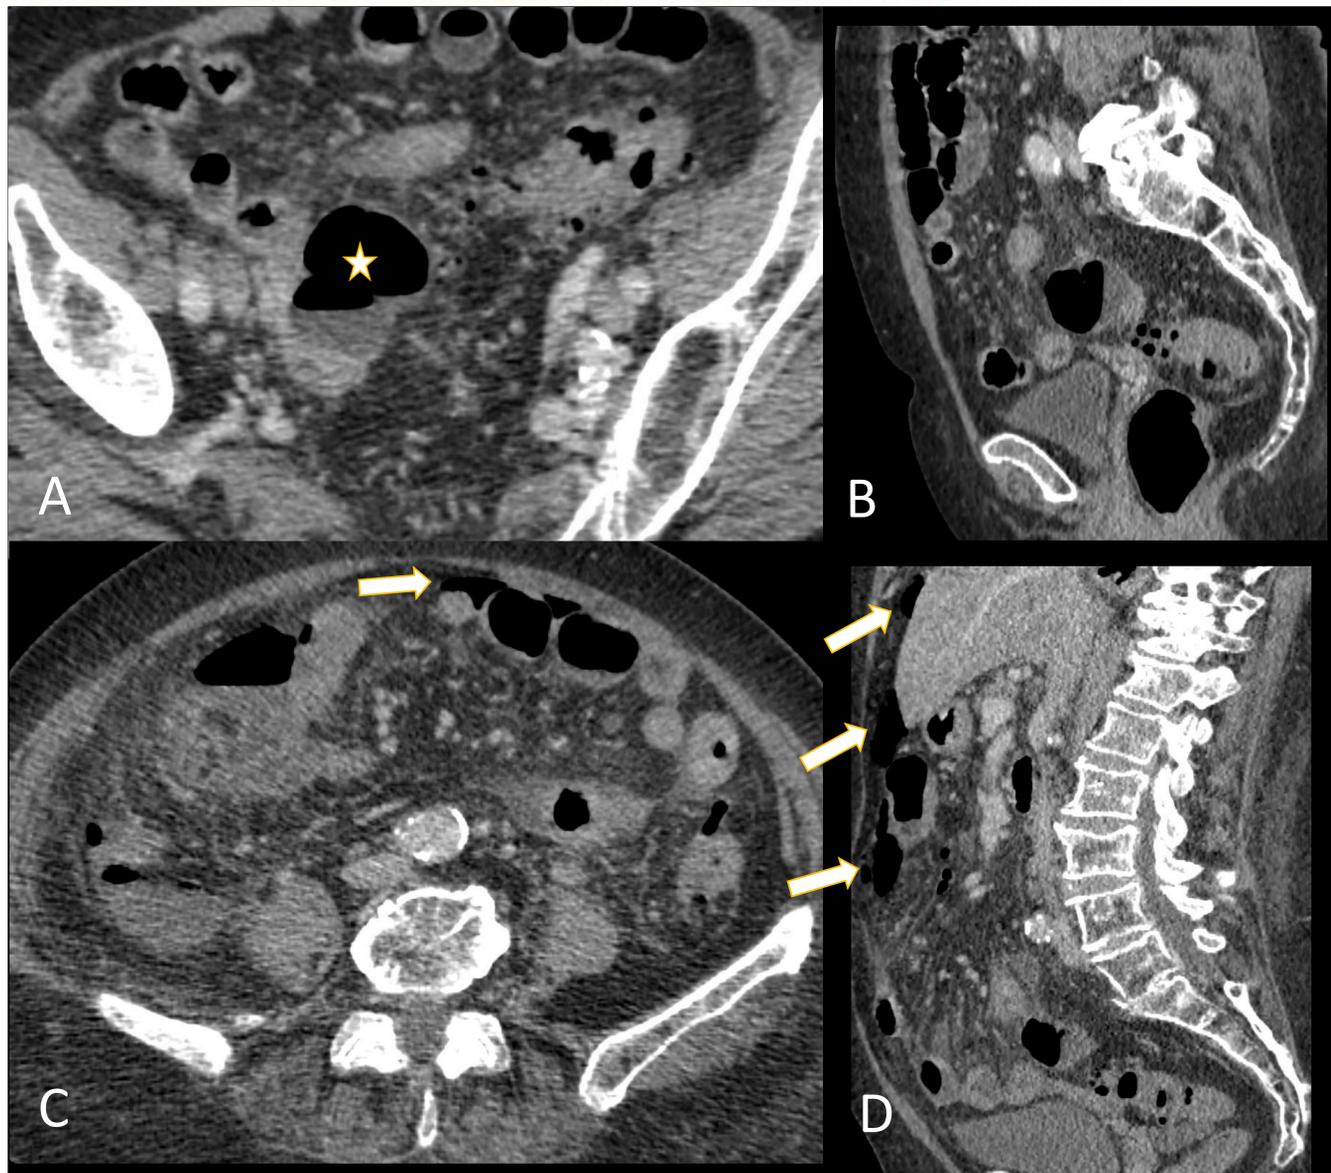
A y B. Colección predominantemente de gas de 4,5 x 4 cm (estrella), con cambios inflamatorios, presenta leve afectación del sigma adyacente y del íleon distal, el cual presenta engrosamiento parietal, WSES 2A. A los 3 días de ingreso se solicita nuevo TC (C y D) por mala evolución clínica, que muestra empeoramiento radiológico con neumoperitoneo libre a distancia (flecha) y moderada cantidad de líquido libre, compatible con estadio WSES 4. Informe QX: diverticulitis fecaloidea.
